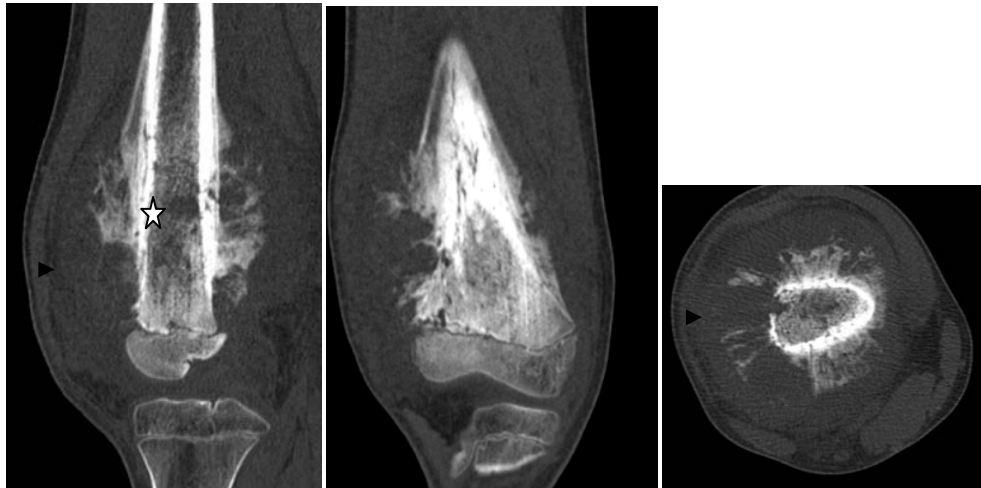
TDM du fémur en fenêtre osseuse coupes coronale, sagittale et axiale : Ostéosarcome de l'extrémité inférieure du fémur : lésion ostéolytique pure (étoile) associée à une réaction périostée en feu d'herbe discontinue (tête de flèche).
